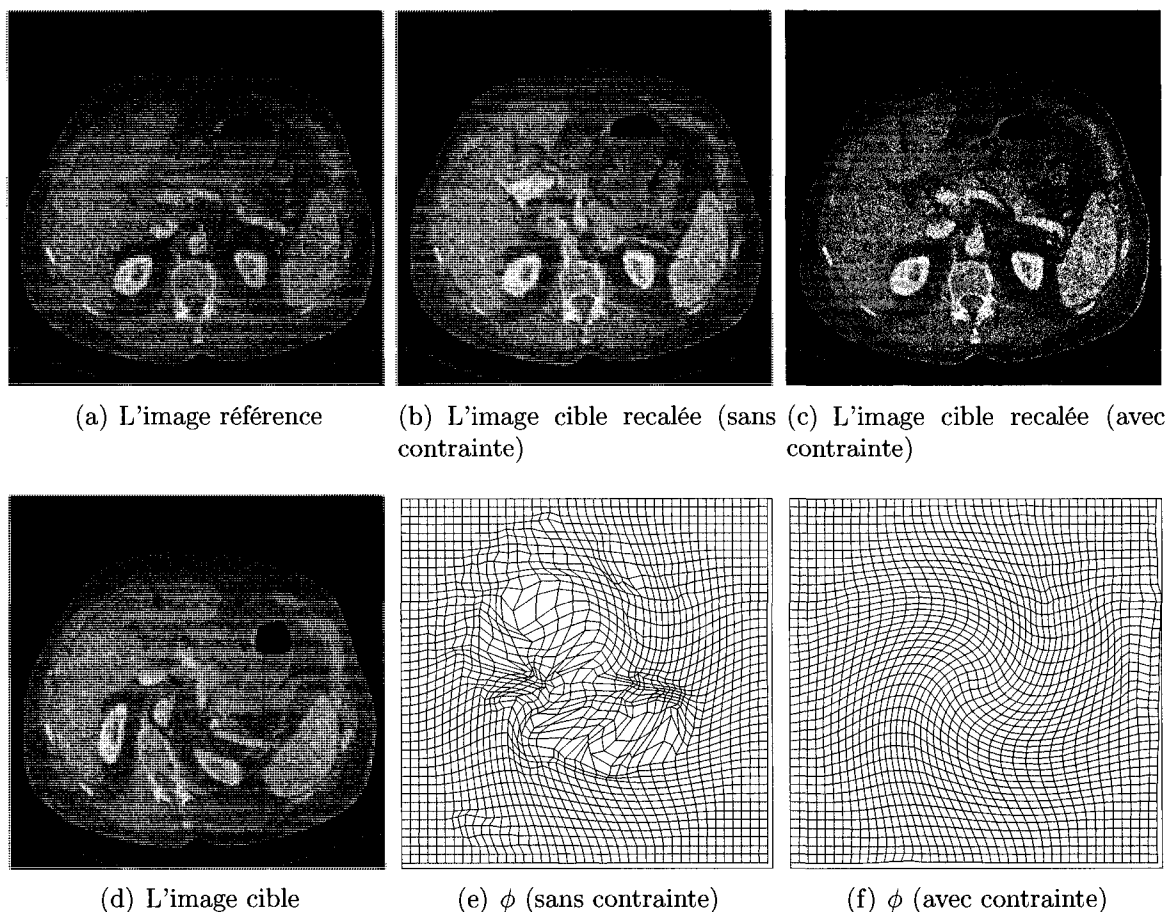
Résultats du recalage fluide et du recalage avec contrainte d'incompressibilité d'une image par TDM en 2D déformée avec une transformation incompressible.
